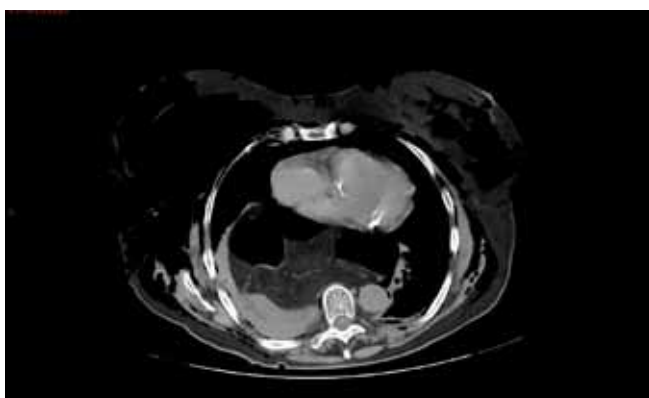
Corte axial de TAC a nivel de tórax mostrando neumomediastino, neumotórax y enfisema subcutáneo.
